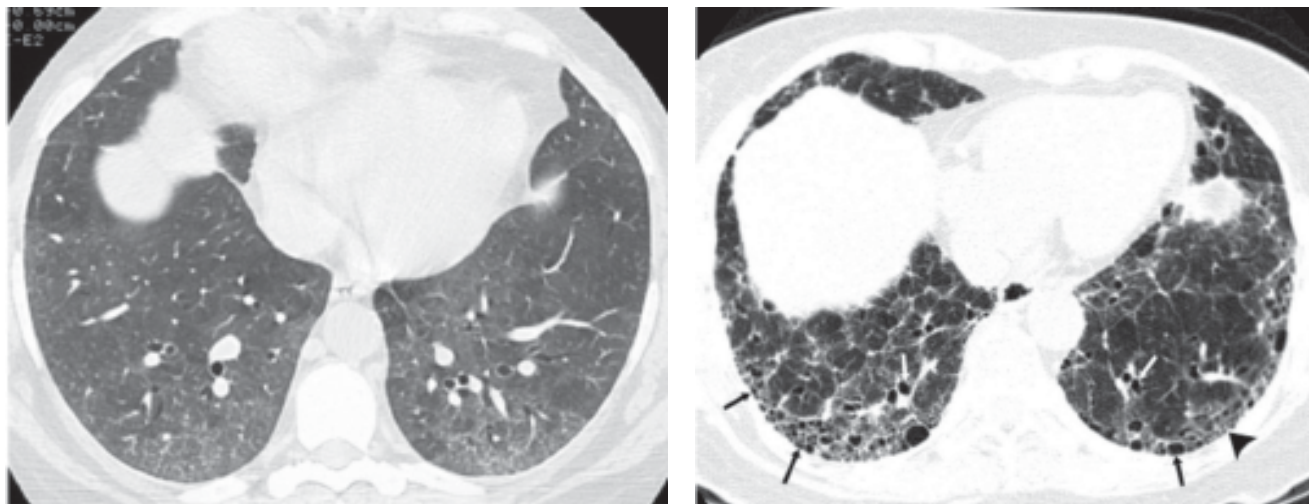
Tomografía de alta resolución en el diagnóstico de neumopatía intersticial.
